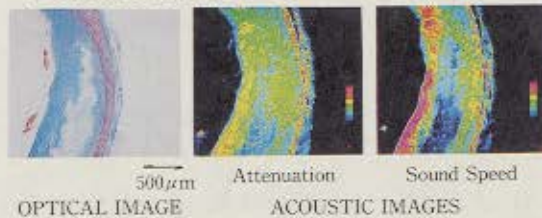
超音波顕微鏡による冠状動脈壁の音速・減衰の計測例
